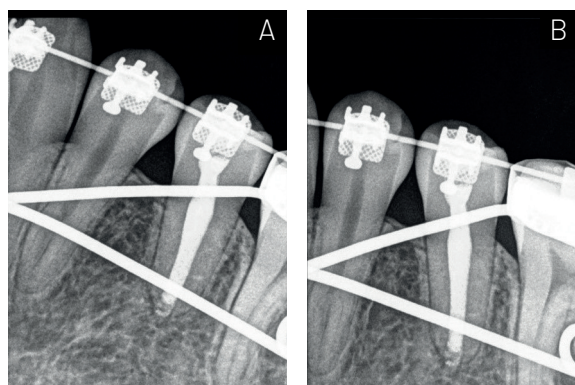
(A) Toma mesioradial de radiografía control de 2 años. (B) Toma ortoradial de radiografía control de 2 años.
